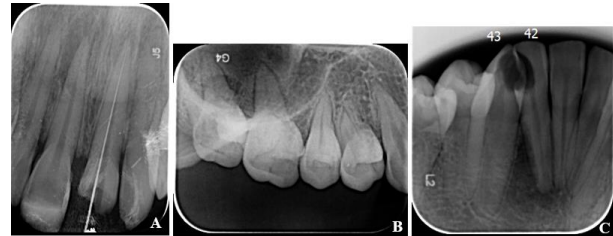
Kesalahan *cone cutting* (tanda panah merah) pada radiograf periapikal bisektris di RSGM Soelastri UMS
